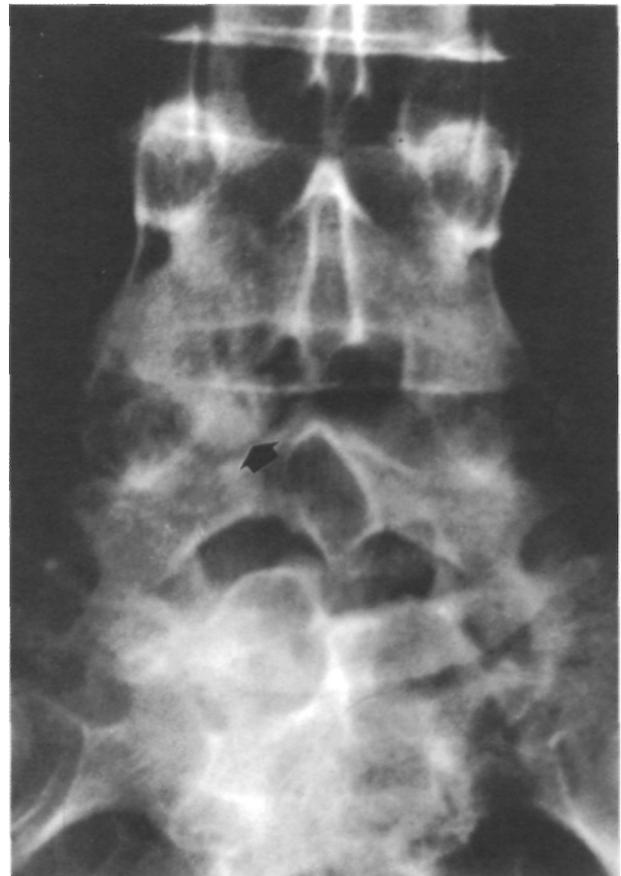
Radiografía simple del raquis lumbar, mostrando una lesión de densidad ósea en el borde inferior de la lámina de L4 (flecha).
